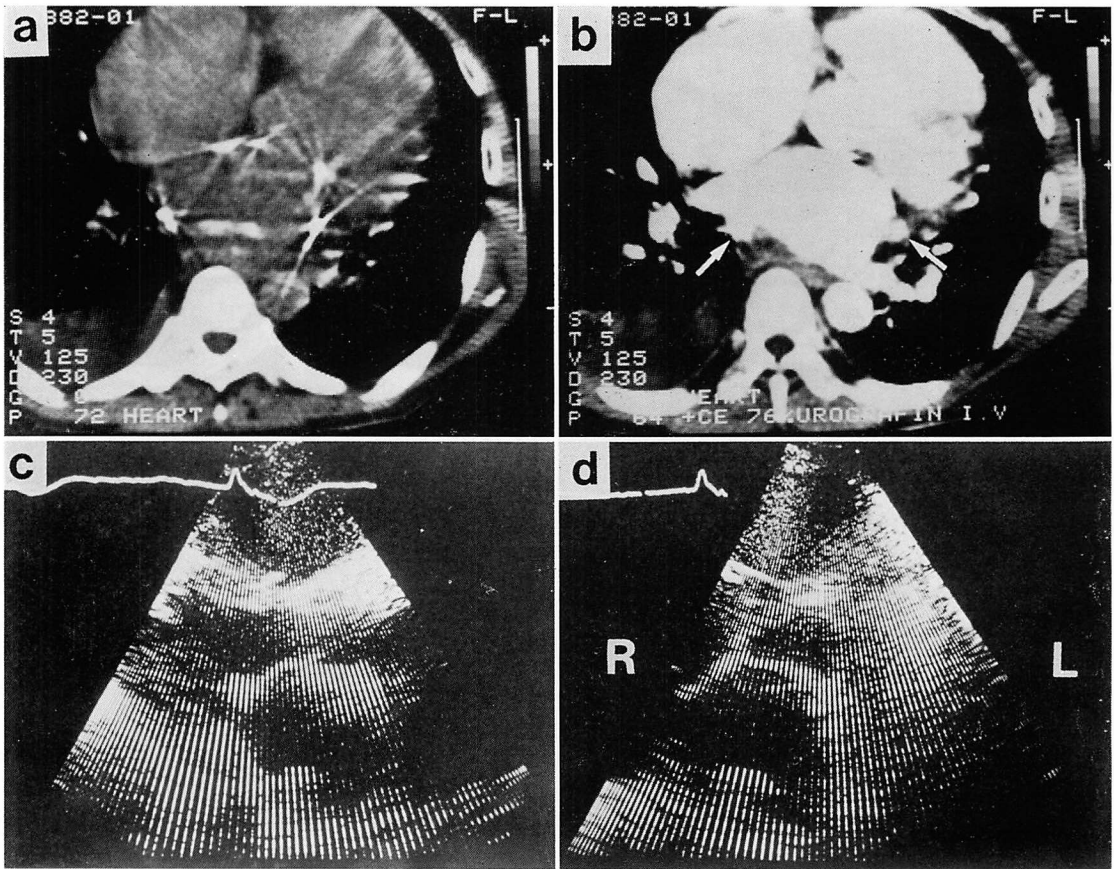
Computed tomograms and two-dimensional echocardiograms from Case 6.
